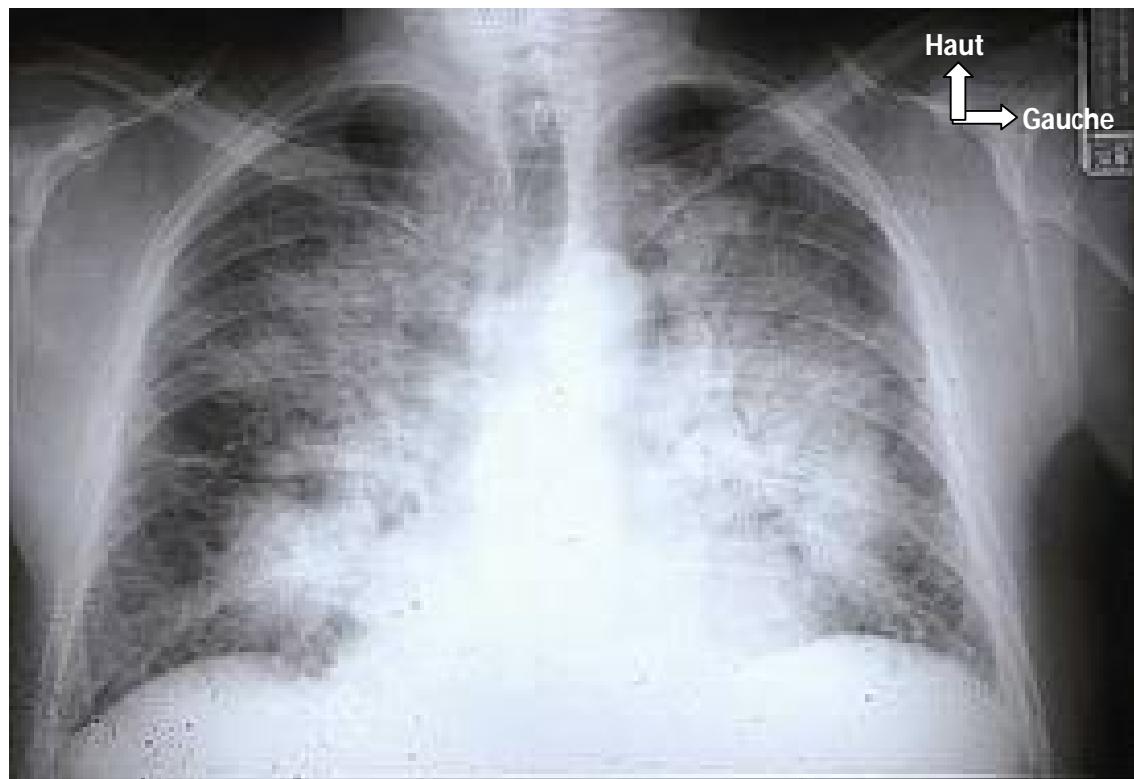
Radiographie thoracique (F) montrant un œdème pulmonaire
